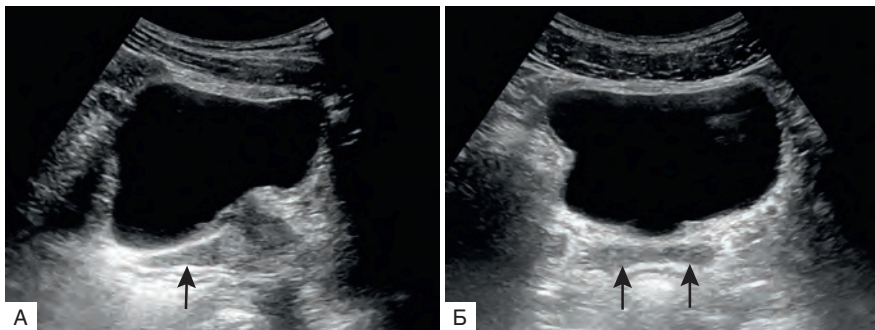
Семенные пузырьки (черные стрелки) при ТАУЗИ, В-режим: А — продольное сканирование; Б — поперечное сканирование
